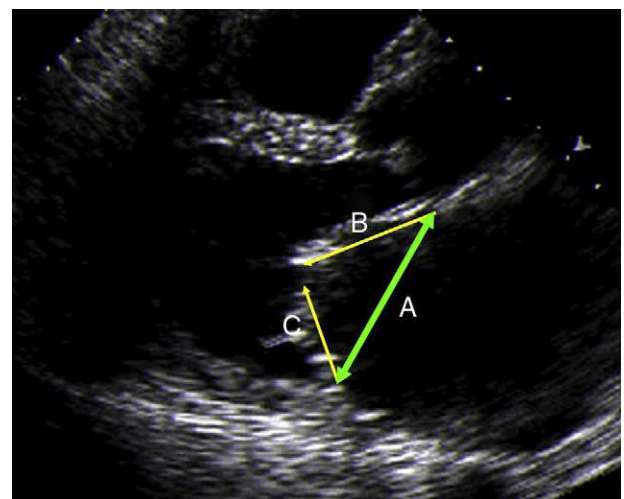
Ecocardiografía transtorácica. Se muestra el típico movimiento de apertura en domo de la estenosis mitral y el método de medición de la extensión máxima de la longitud de los velos mitrales. A: longitud del anillo mitral. B: velo anterior. C: velo posterior.
